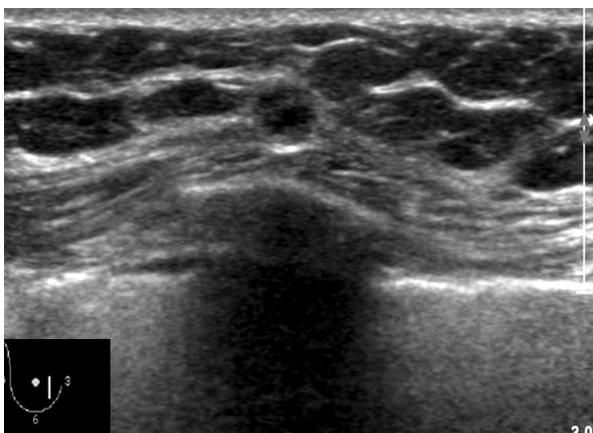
Preoperative ultrasonogram revealed about 0.5 cm size ill defined irregular hypoechoic nodular lesion at right lower inner area.
